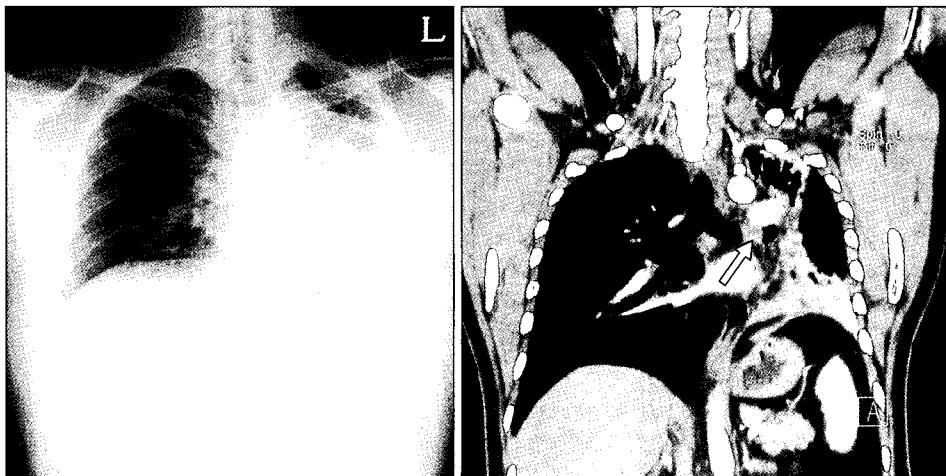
Preoperative chest PA & chest CT: The chest PA and spiral chest CT showed endobronchial obstruction in the left main bronchus causing atelectasis of the left lung field (A open arrow is indicating the endobronchial mass).
